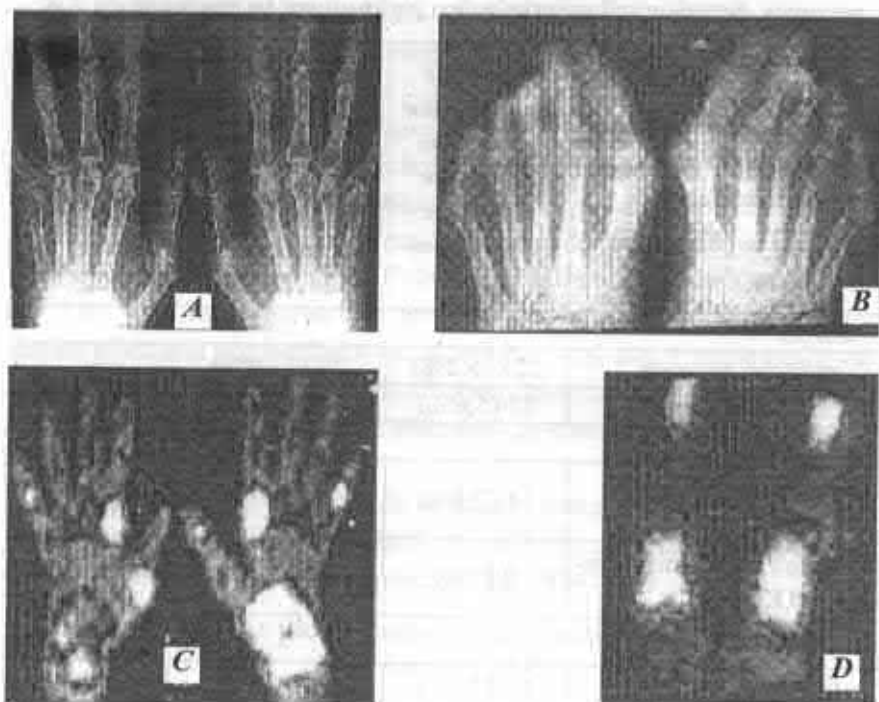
A, B – radiografia standard a mâinilor și plantelor: osteoporoză juxtaarticulară în articulațiile MC, MCF, RC, MTF; îngustarea spațiilor articulare în toate articulațiile mâinilor și plantelor cu compresii în formațiunile carpiene și tarsiene (tablou radiologic caracteristic pentru AR gr. II-III). *C, D* – radiosintigrafia mâinilor și plantelor cu ^{99m}Tc : concentrație sporită a radiofarmaceuticului în articulațiile MC, IC, IF și plantelor, pe fundalul acutizării inflamației în articulațiile respective.
